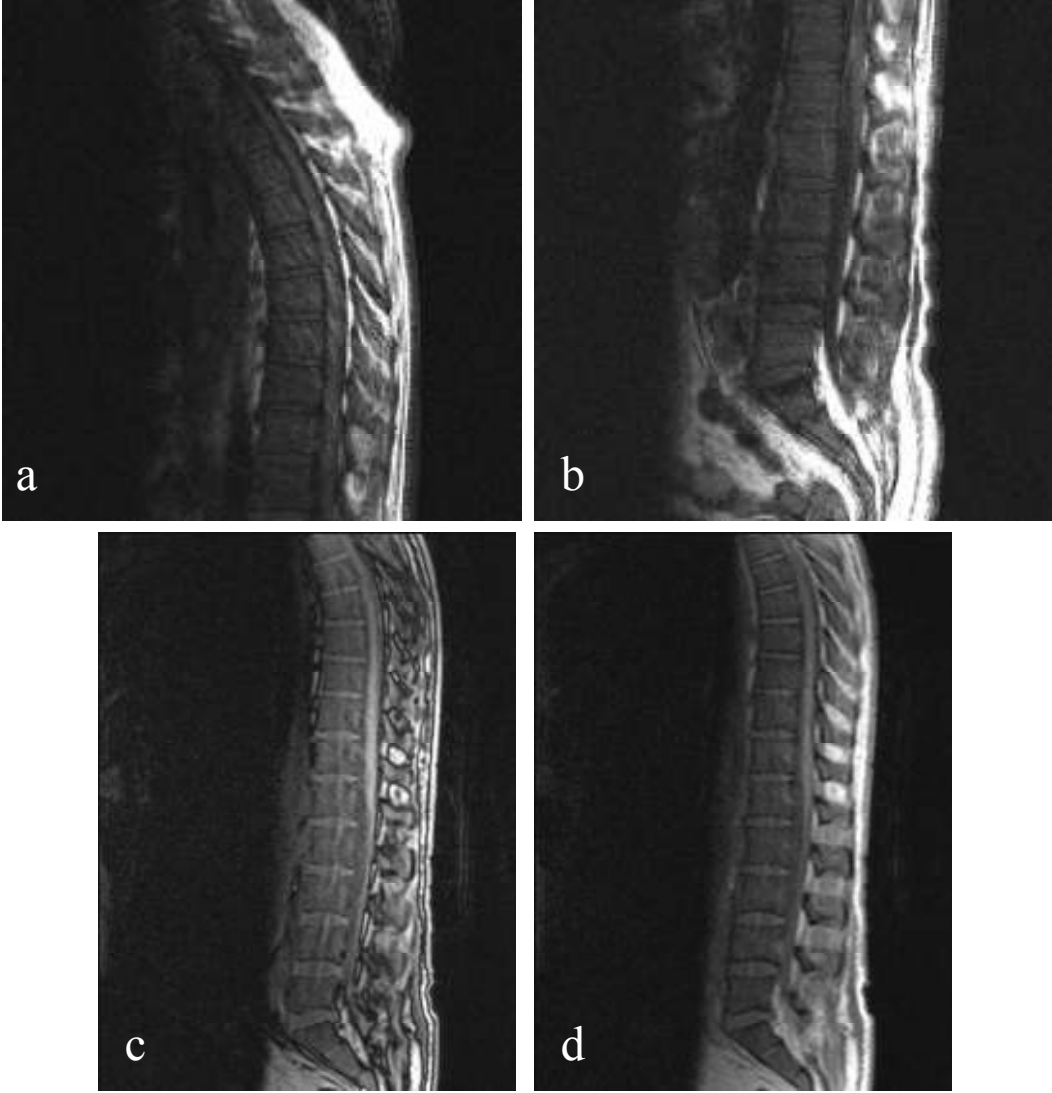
Elli bir yaşındaki B hücreli lenfomalı bayan hastada yapılan MRG incelemesinde torakal sagittal T1A sekansta (a) vertebral Kİ sinyal intensitesi diffüz olarak komşu diske oranla düşük görünümdeydi. Torakal sagittal T2A sekansta (b) T8 vertebradaki patolojik fraktür ve komşuluğunda yumuşak doku kitlesi daha belirgin olarak izlendi. Sagittal dış faz sekansta (c) iç faz sekasına (d) kıyasla sinyal artışı mevcuttu (SIO: $0.95 > 0.82$). T8 vertebradaki patolojik kıraktan ve komşuluğundaki kitleden alınan biyopsi sonucu kemik iliğinde ve kemik doku çevresinde lenfoma infiltrasyonu saptandı.
